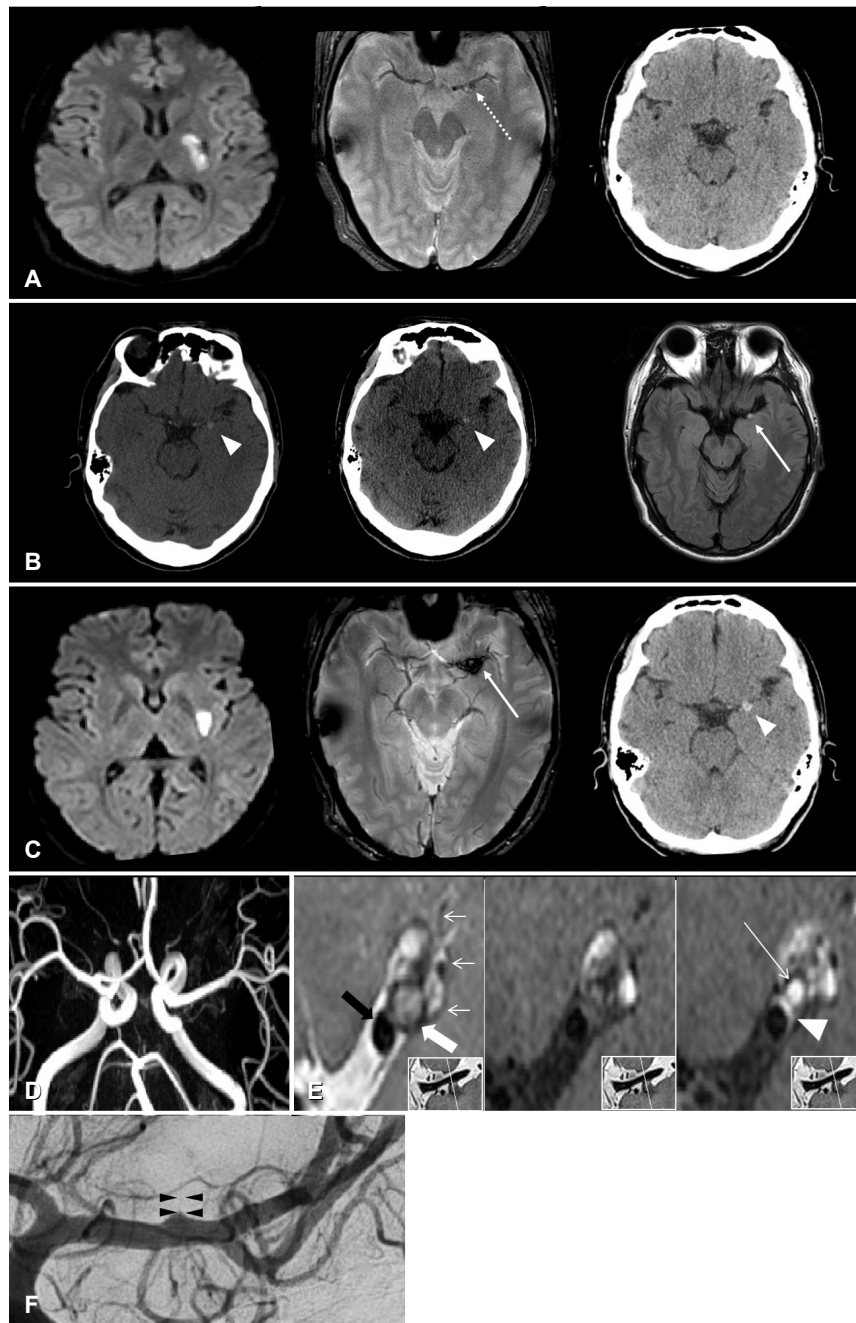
Compare brain diffusion-weighted imaging, gradient-echo (GRE), computed tomography (CT) and fluid attenuated inversion recovery (FLAIR) among (A) 5 months ago, (B) 2 month ago, and (C) the last admission. Note the change of blooming dark signal on GRE in the left Sylvian fissure between the first visit (dashed arrow in A) and the 3rd visit (arrow in C). There is no remarkable finding on initial brain CT (A), but a small round high densities are suspicious on 2nd visit CTs before (left) and after (right) t-PA administration (arrowheads in B), and on FLAIR (arrow in B). (D) Time-of-flight magnetic resonance angiography does not reveal any stenosis in the left middle cerebral artery (MCA). (E) T2- and T1-weighted images of high-resolution vessel wall imaging demonstrate a patent lumen of the left MCA (black arrow) and nodular hematomas attached to the posterosuperior wall of the left MCA (wide white arrow) with a perforating branch arising from pseudo-lumen (short narrow arrows). Contrast-enhanced T1-weighted image shows enhancement of MCA wall (arrowhead) and lower part of the pseudo-lumen (long narrow arrow). (F) Transfemoral digital subtraction angiography depicts infundibulum-like pouch with a perforating branch (black arrowheads).
